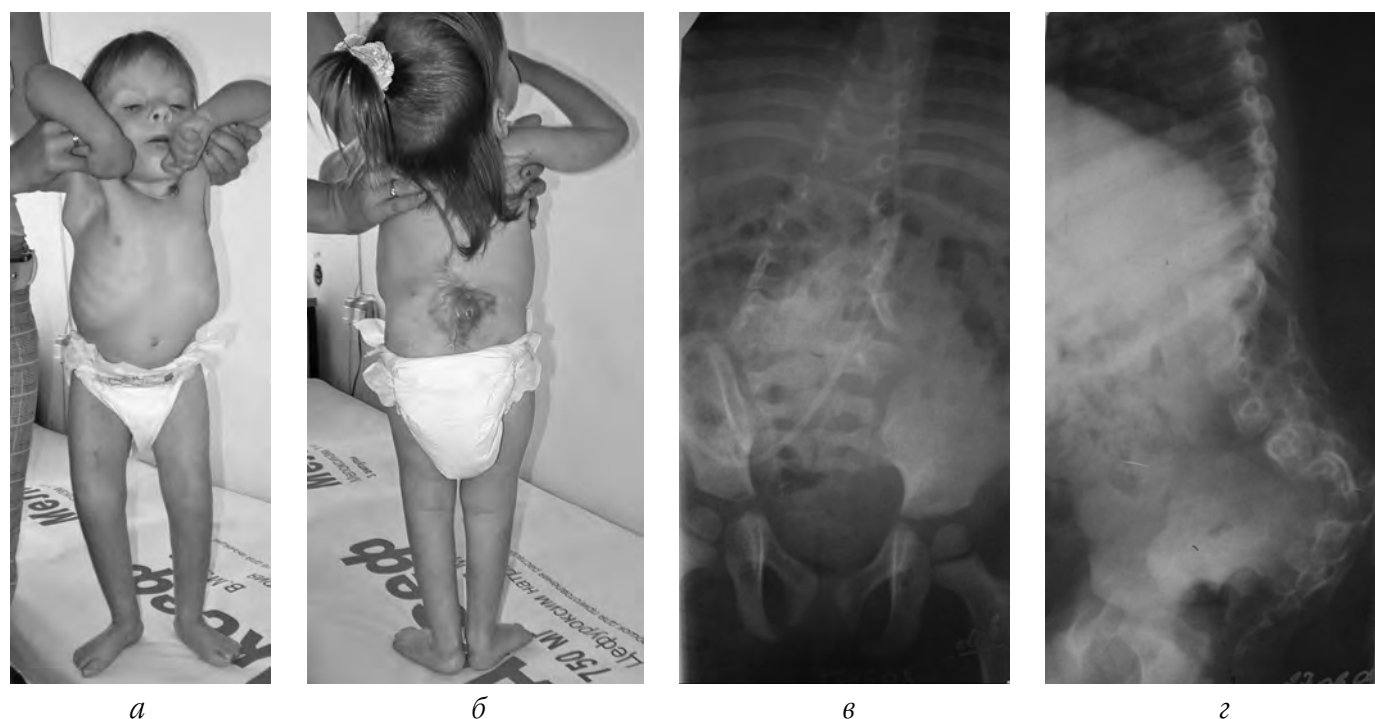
Клінічний приклад хворої IV групи з ураженням спинного мозку нижче нейросегментарного рівня L₁-L₂: а – фото хворої – вигляд спереду; б – фото хворої – вигляд ззаду; в – рентгенограма попереково-крижового відділу хребта, передньо-задня проекція; г – рентгенограма попереково-крижового відділу хребта, бокова проекція
